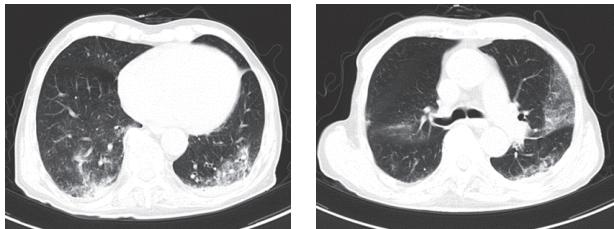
A, B 患者 B の発熱時の胸部 CT 画像
